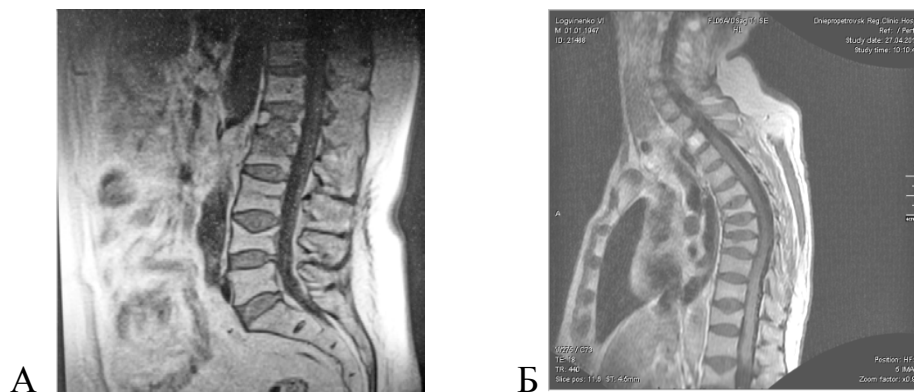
МРТ хребта в сагітальній проекції
